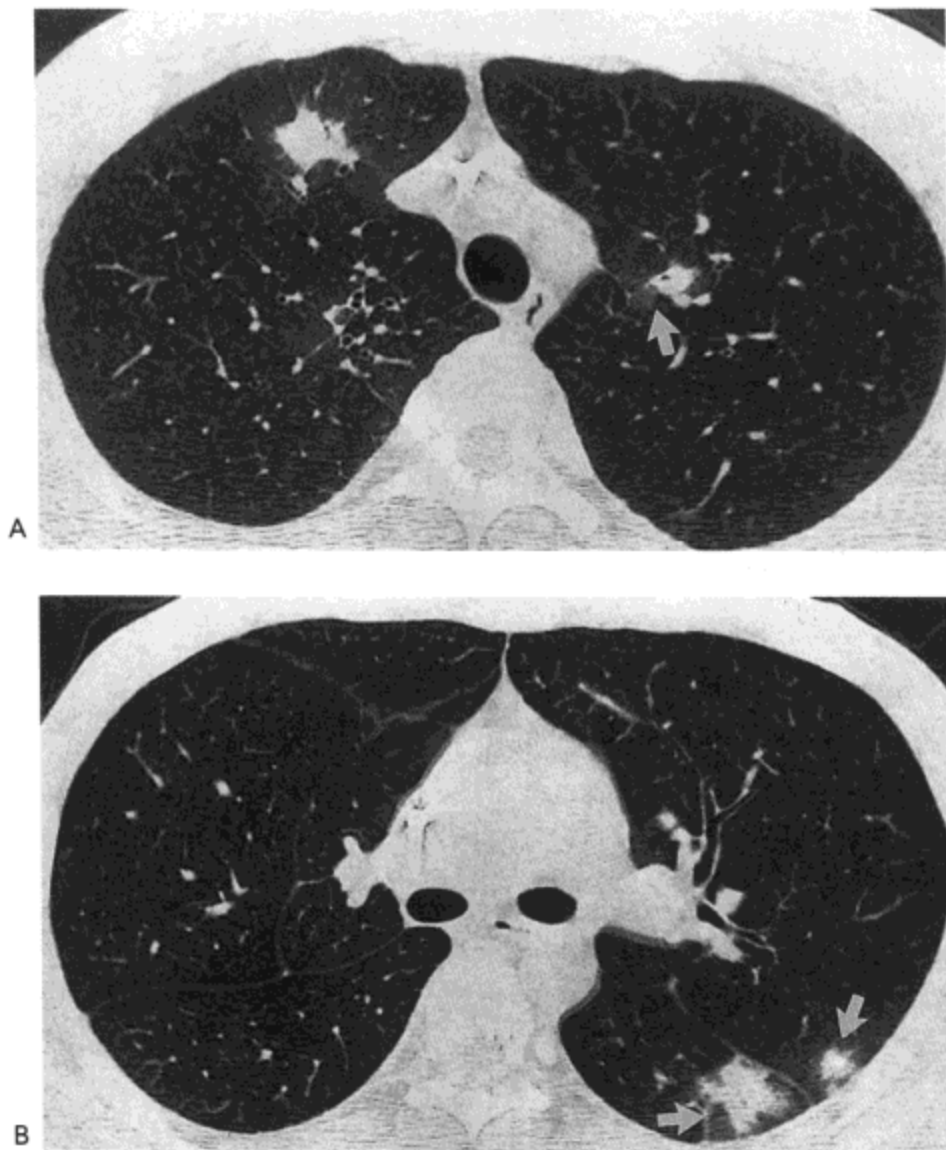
血管侵袭性肺曲霉菌病。胸廓入口 (A) 与隆突下 (B) 水平高分辨率 CT 像 (1.0mm 层厚) 示边界不规则的结节, 伴相邻肺磨砂玻璃样影 (CT 晕征) (箭号)。病人 27 岁男性, 患急性骨髓性白血病。
